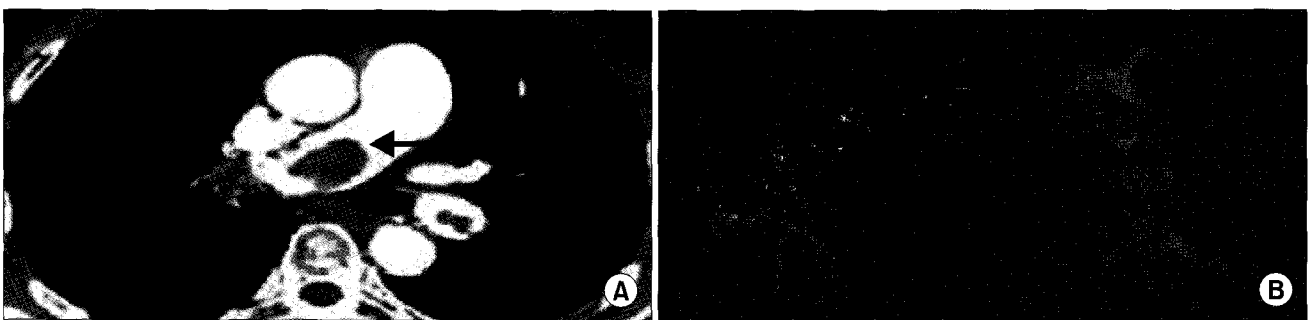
Case 10. (A) Computed tomography shows thrombus (arrow) in right pulmonary artery and the irregularity of pulmonary arterial wall. (B) Operative finding was the same.
